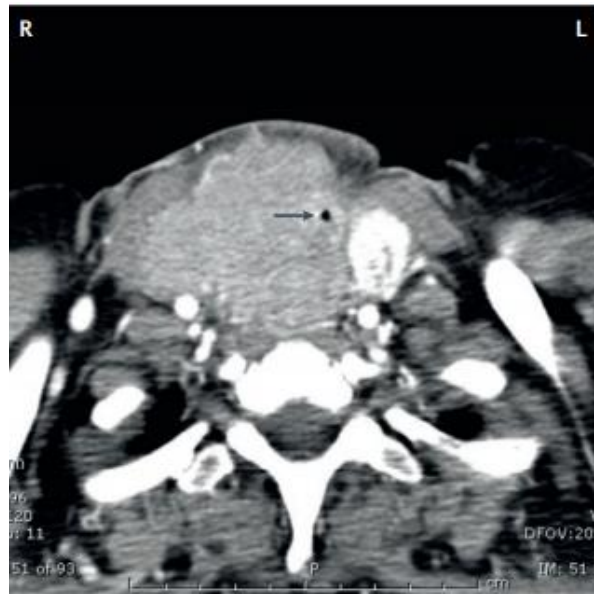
Sección axial de una tomografía computarizada de cuello de un paciente con carcinoma anaplásico de tiroides. La masa tumoral anaplásica anormal que involucra músculos y esófago es evidente, especialmente en el lado derecho del cuello (R). La flecha indica la tráquea comprimida y dislocada (pequeño agujero negro). L, lado izquierdo del cuello (De Leo, et al, 2020).
